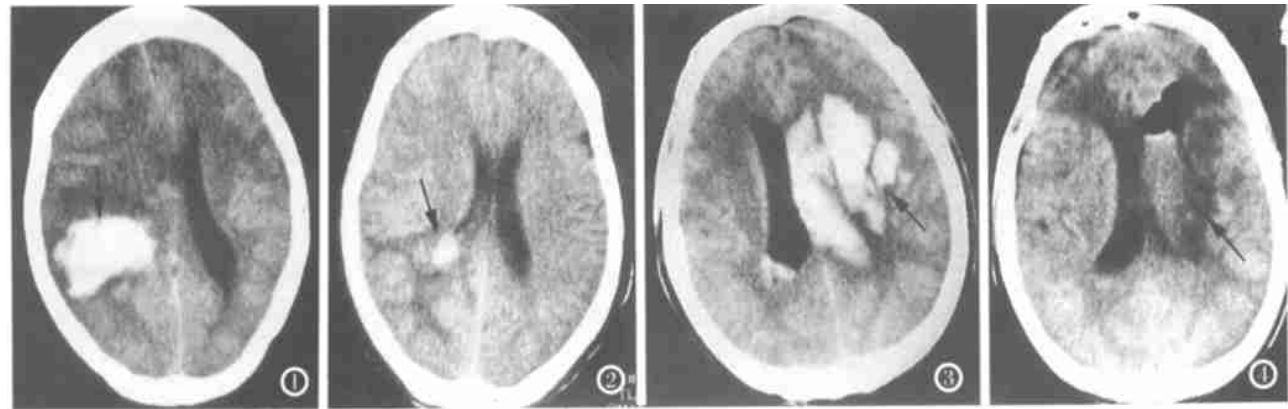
发病后 13h,见右侧顶、枕部血肿量约 34ml,灶周水肿明显,右侧侧脑室受压塌陷,中线结构明显移位。图 2 术后第 7 天复查 CT,见病灶区仅少量残留血液,右侧侧脑室大致复原。图 3 病后 6h,见左侧基底节区脑出血,血肿量约 40ml,并破入侧脑室,中线结构明显移位。图 4 血肿清除术后 7d,CT 显示血肿基本清除,左上方三角形低密度影为术后血肿腔内积气。
